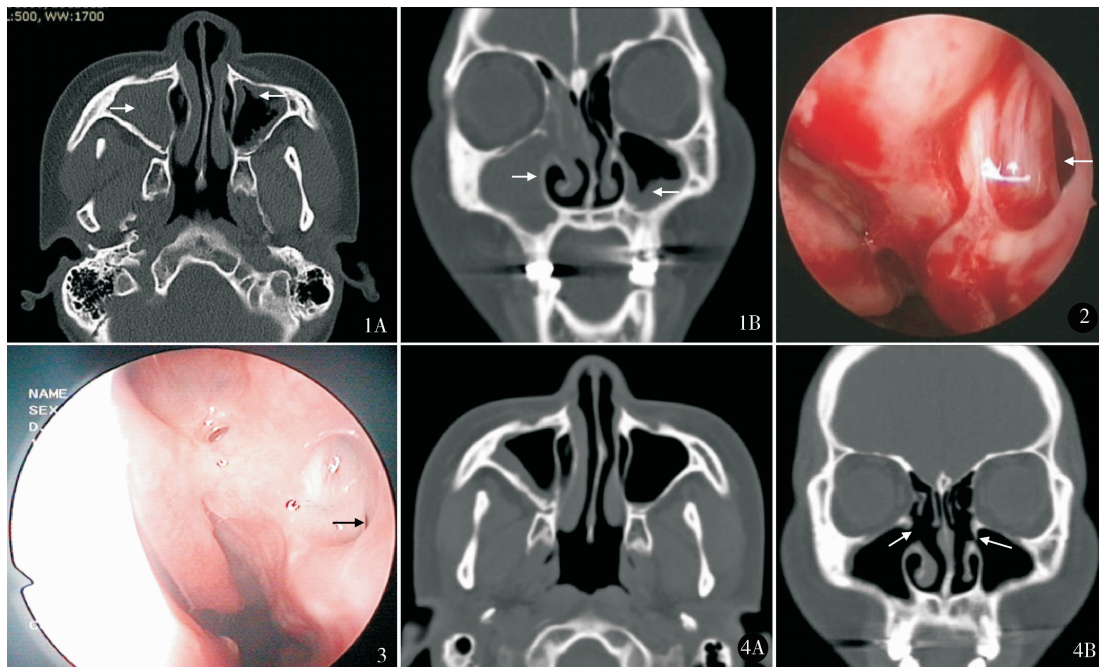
术前鼻窦 CT 提示右侧上颌窦内软组织密度影(箭头)充满窦腔,窦口扩大,内侧壁向内移位,左侧上颌窦内可见软组织密度影(箭头)沿窦内壁分布(A-轴位;B-冠状位) 图 2 球囊扩张术后左侧上颌窦口(箭头) 图 3 术后 3 个月左侧上颌窦口(箭头)约 1.0 cm × 1.0 cm 图 4 术后 3 个月鼻窦 CT 提示双侧上颌窦窦口(箭头)开放好,未见明显软组织密度影,右侧上颌窦内黏膜稍增厚(A-轴位;B-冠状位)
